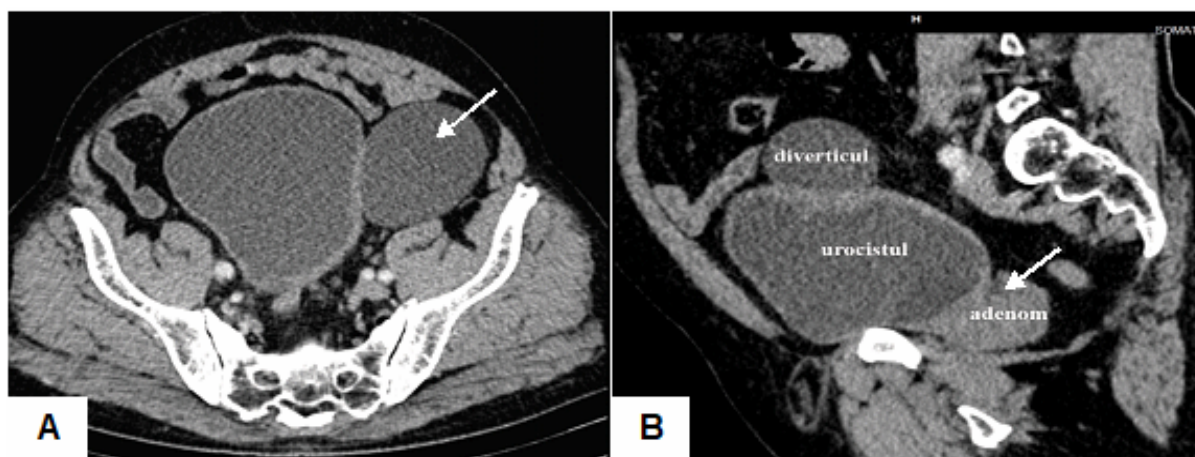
Aspect de ansamblu a TC.: A) Diverticul antero-lateral (săgeată) al v/urinare; B) Nodul hiperplazic prostatic voluminos (săgeată) în complicații cu RCU și diverticulul a v/urinare. *Figură B publicată anterior [33]*
